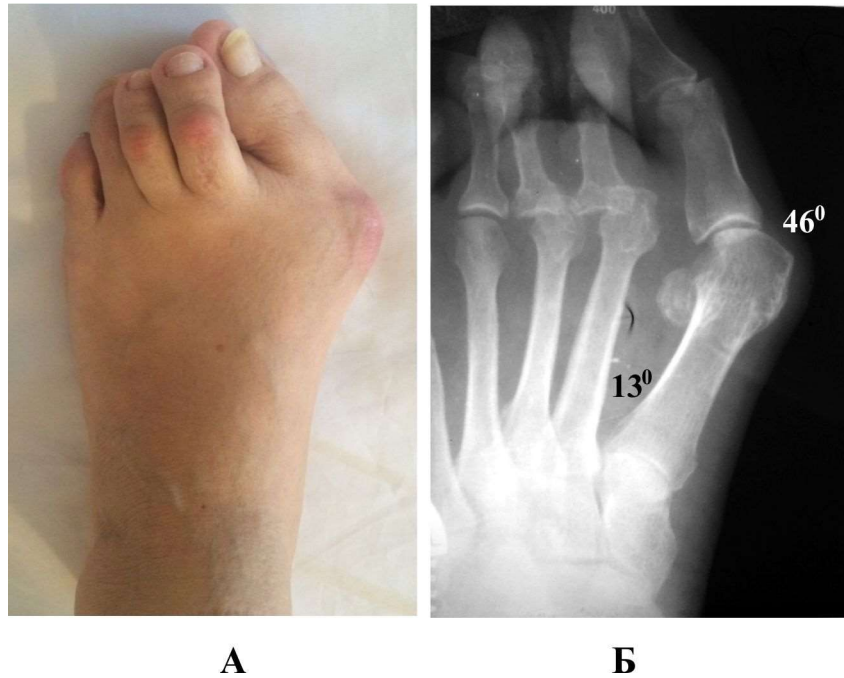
Пацієнт Ш-а, і.хв. № 549478. Фото (А) та рентгенограма (Б) лівої стопи: ПФК – 46° , 1-й МПК – 13° ; визначення I та II експерта – тяжкий ступінь деформації.
